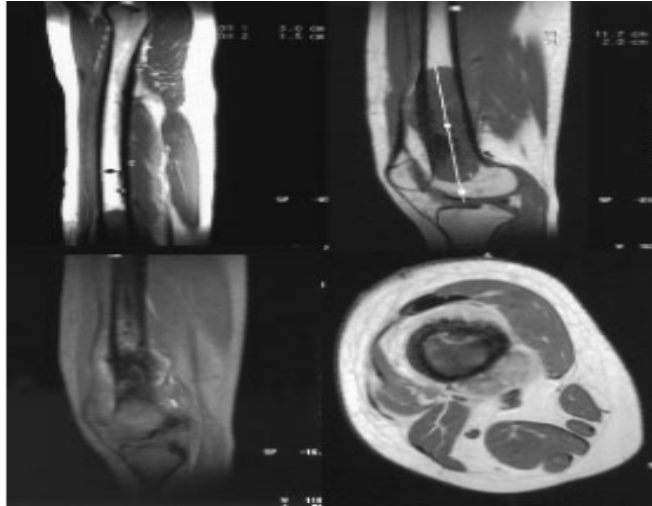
IRM antenne corps en écho de spin T1 sagittale d'un ostéosarcome du fémur: mesures du diamètre endocanalaire (1.5cm) de la diaphyse fémorale et de la hauteur tumorale (12cm). (82).
